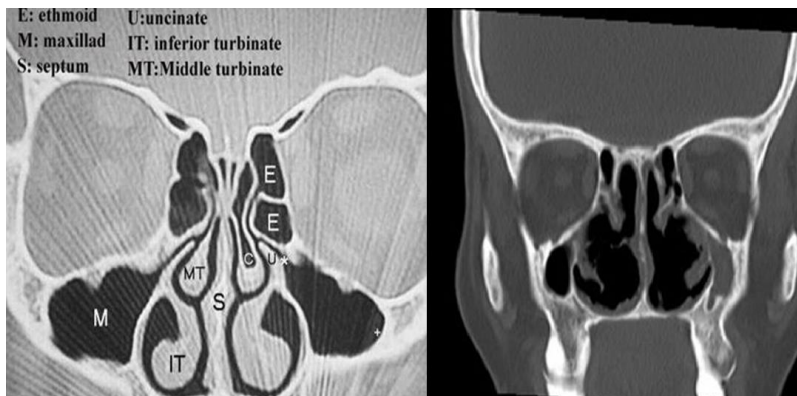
Комп'ютерна томографія в нормі та у пацієнта зі хронічним атрофічним ринітом:
